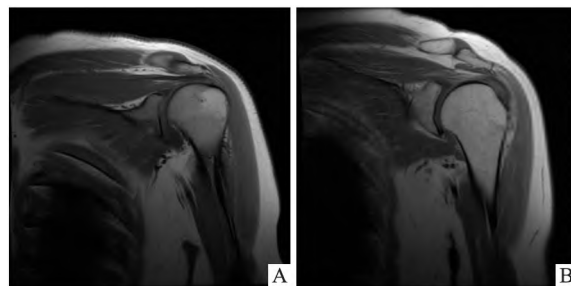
一例对照组与一例实验组肩关节 MRI 图像对比展示
